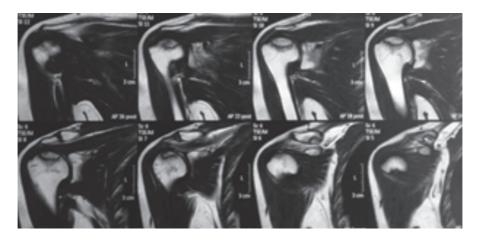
Resonancia magnética de hombro derecho
